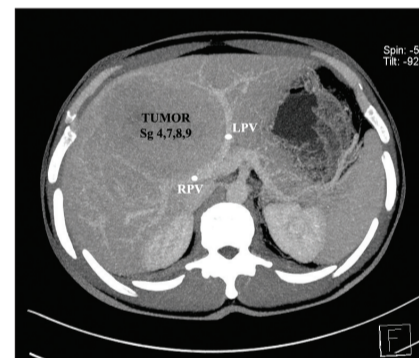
СКТ пациента в предоперационном периоде. Отмечается быстрое вымывание контрастного вещества. Опухоль интимно прилежит к долевым воротным структурам
